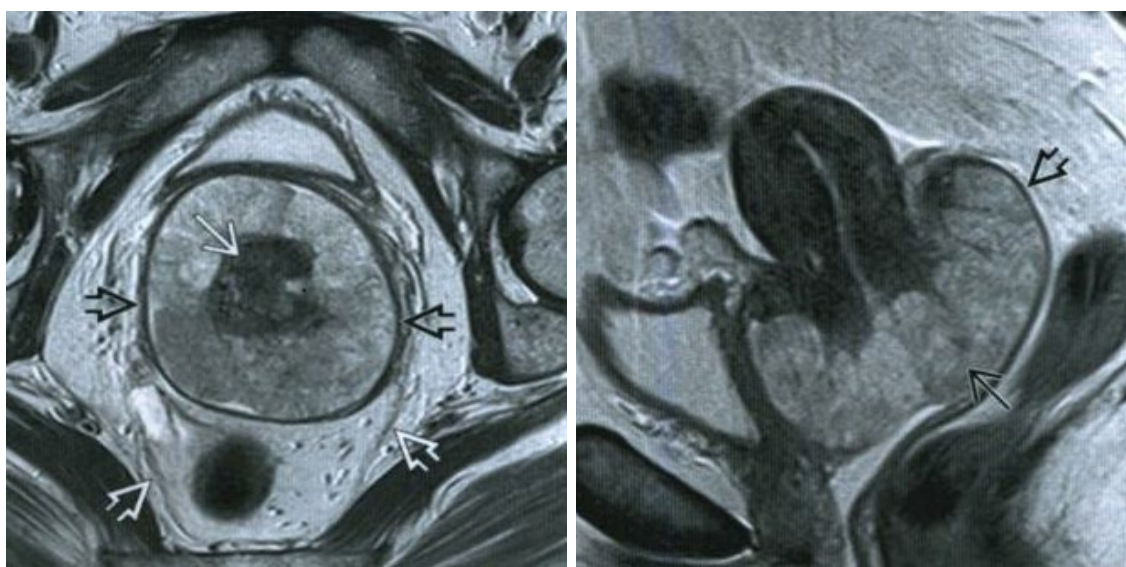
МРТ пациентки Н.И., 1975 г.р. с диагнозом: Рак шейки матки T1b2N0M0. Ib2 ст. II кл. гр.
